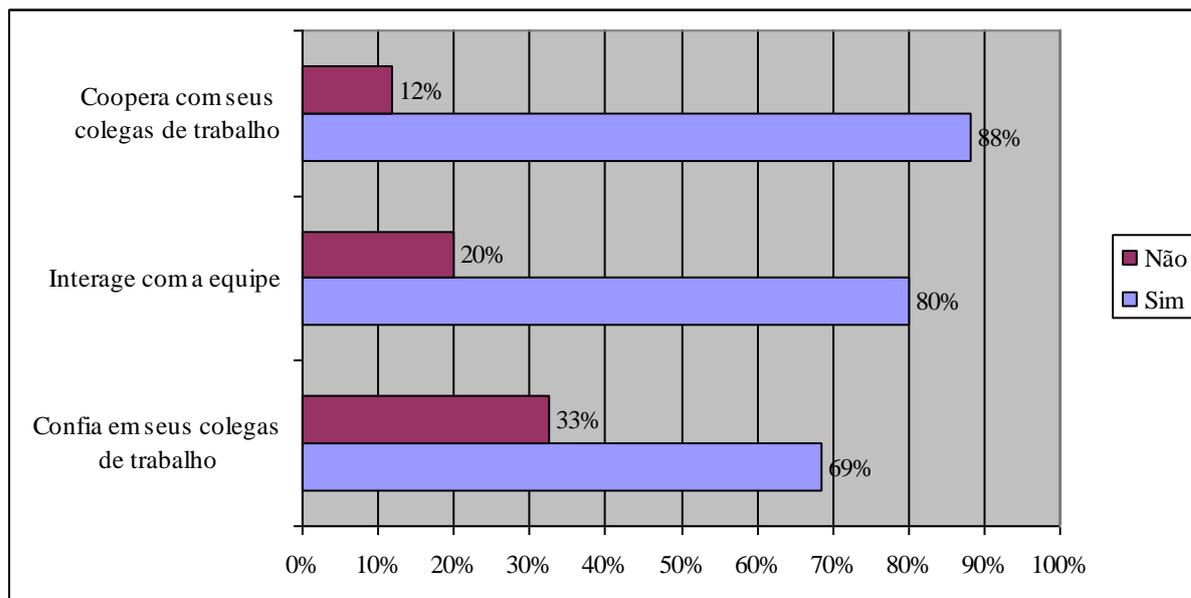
Percepção quanto à interrelação dos trabalhadores, RM (2007)
